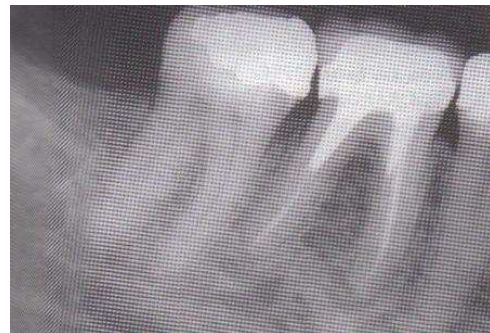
Radiografía periapical.²
